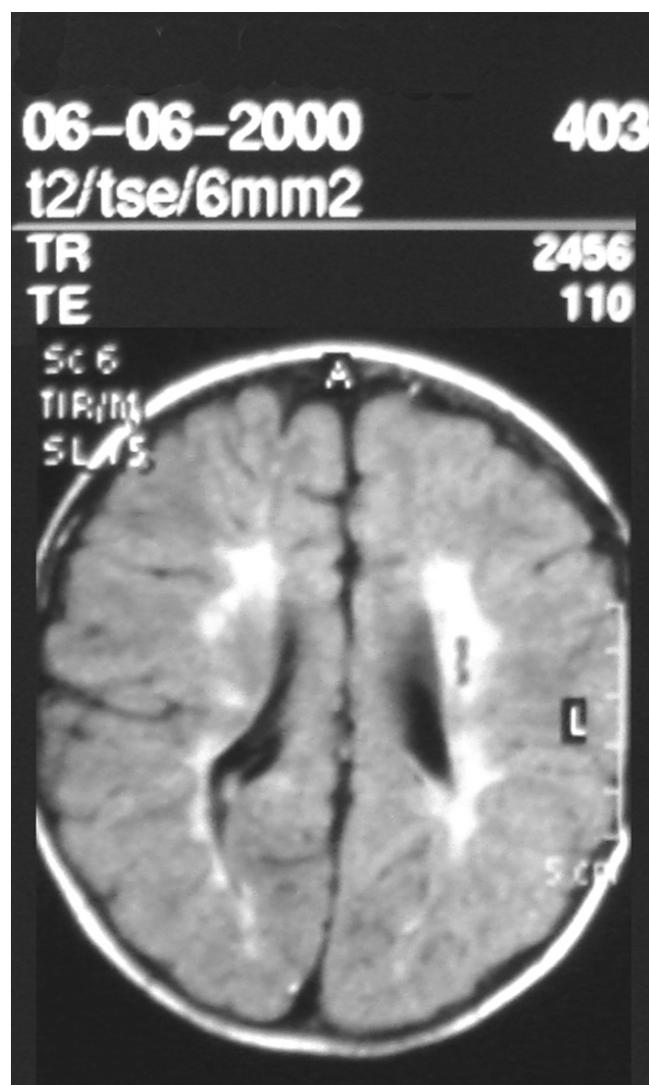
Фрагменты МРТ головного мозга.
